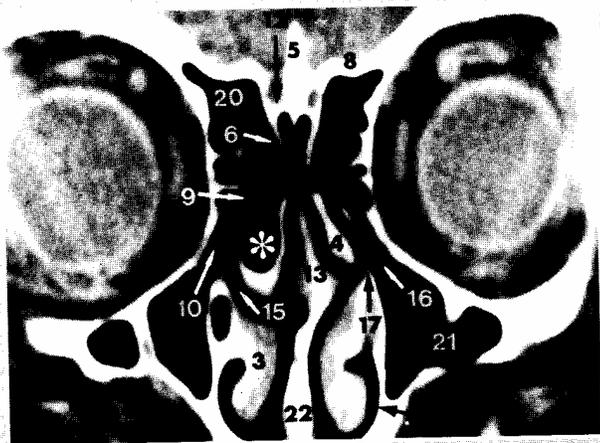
TC no plano coronal - unidade ostio meatal, incluindo concha média bolhosa (*).
